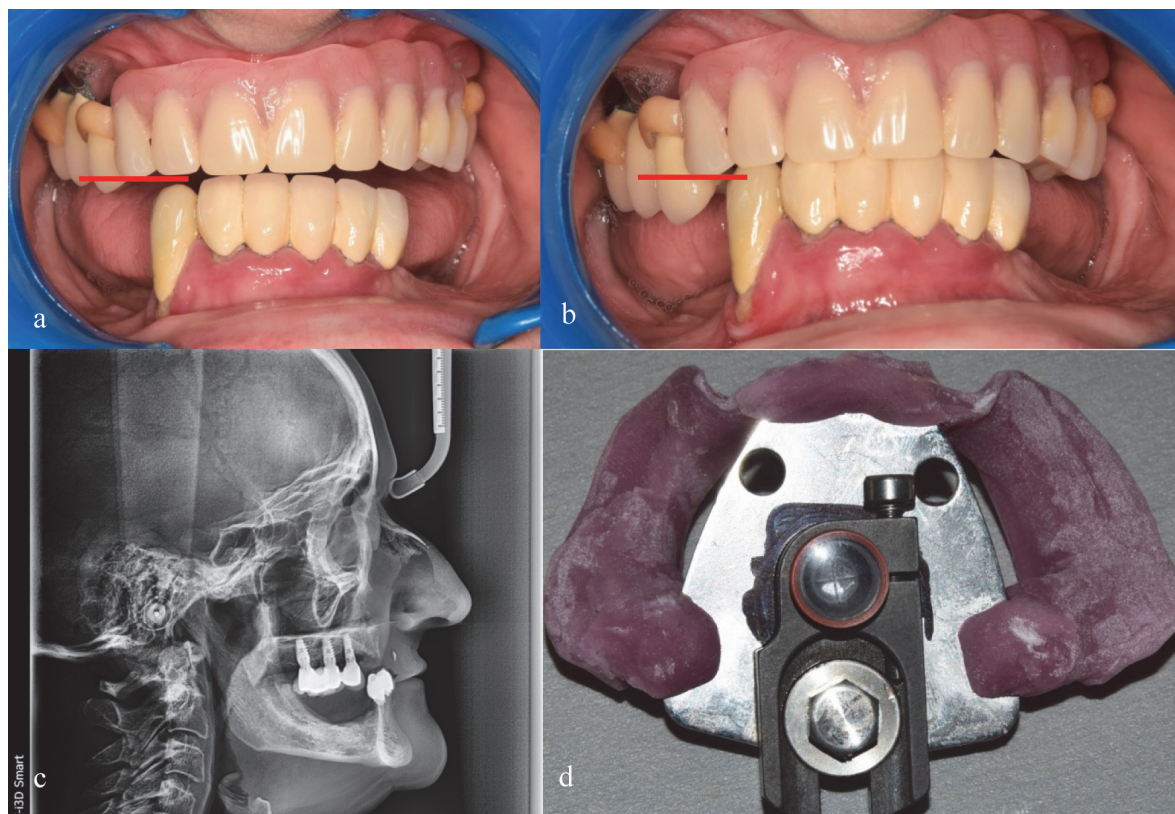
Aprecierea și înregistrarea relațiilor mandibulo-craniene. Prezența poziției instabile a mandibulei datorită înfundării protezei maxilare (a, b), teleradiografia pentru aprecierea dimensiunii verticale de ocluzie (c), determinarea relației centrice cu ajutorul dispozitivului Centrifox, Amann Girbach.
